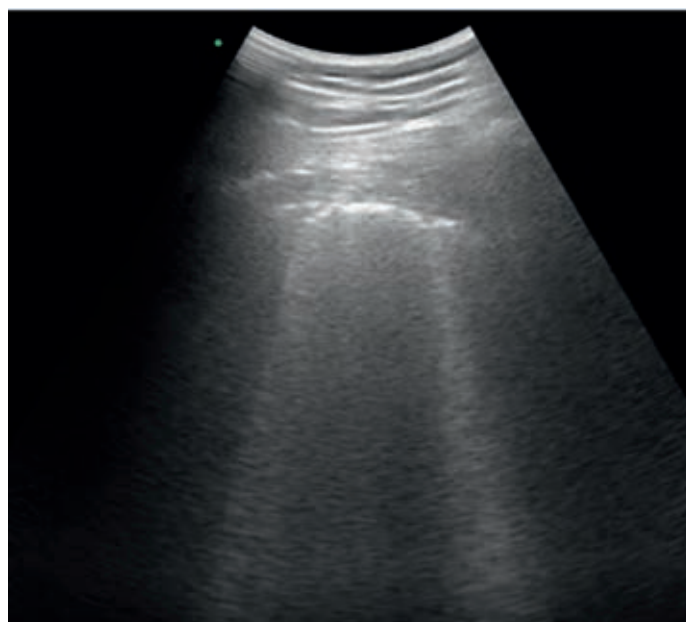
Polmonite da SARS-CoV-2 all'ecografia polmonare.
